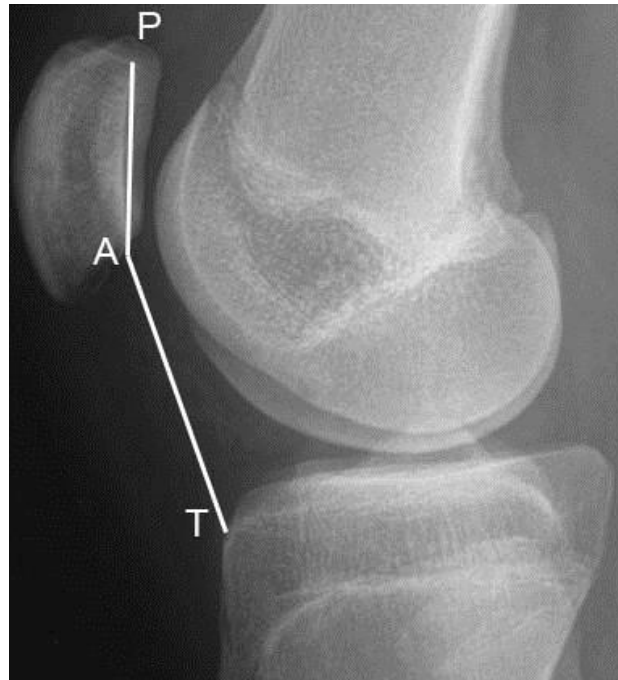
Bestimmung der Patellahöhe durch den Caton-Deschamps-Index im seitlichen Röntgenbild. Bestimmung der Strecke AT und AP.  $AT/AP = \text{Patellahöhenindex}$ ; P= proximaler Punkt der Patellagelenkfläche; A= distaler Punkt der Patellagelenkfläche; T= vordere obere Tibiagrenze [25]. (Orthopädische Universitätsklinik Ulm 2012)
